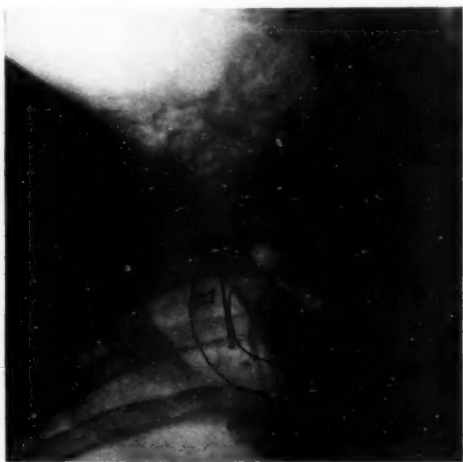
Radiographie de face du squelette du dôme pleural droit. Injection des artères à la gélatine au minium. *a*, artère sous-clavière ; *b*, artère mammaire interne ; *c*, première côte.
